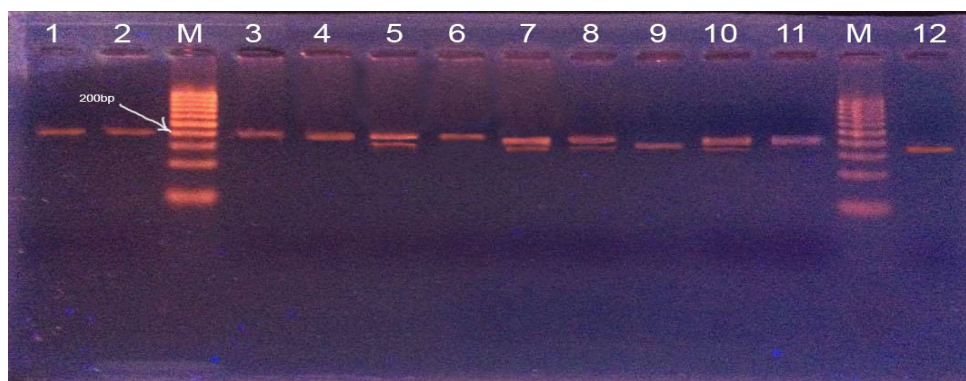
Polymorphism analysis of *MTHFR* C677T allele: *HinfI*-digested PCR fragments from the C677T polymorphism (175 bp) and from the normal allele (198 bp). M – molecular weight markers; 1- undigested control fragment; 2,3,4,6,11 – CC homozygous individuals without polymorphism; 5,7,8,10 - CT heterozygous individuals; 9,12 – TT homozygous individuals
